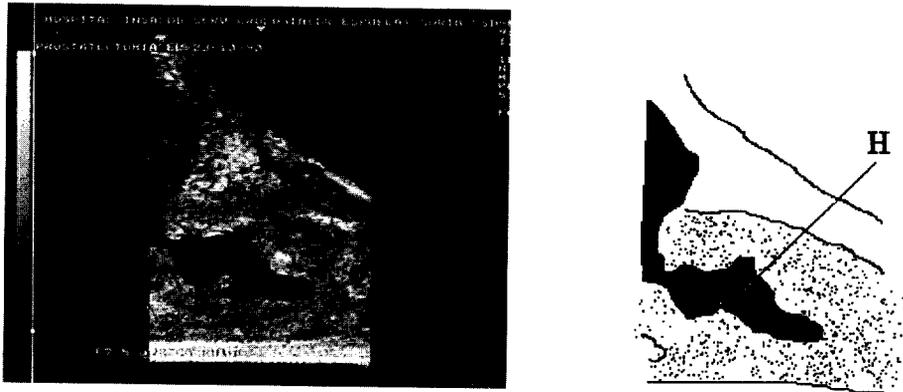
Video cisto-uretrosonografía miccional del hueco prostático tras cirugía previa. Fase de reposo antes del inicio de la micción pero con deseos miccionales. El cuello está cerrado y el hueco prostático (H) es visible.
